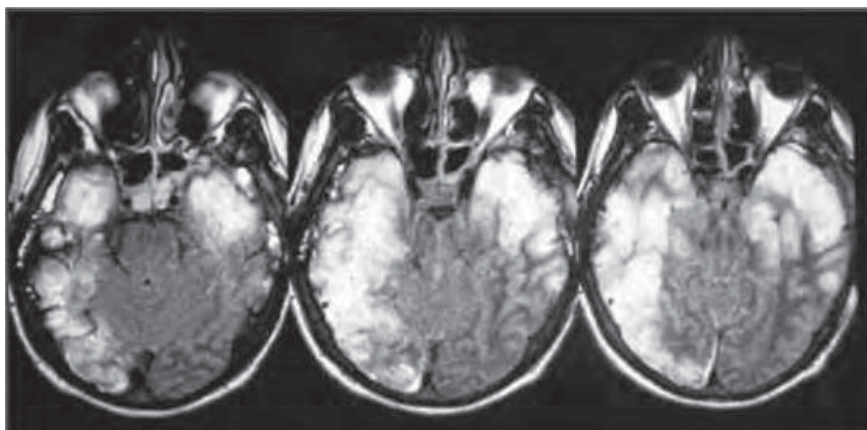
/3.- Resonancia magnética por imágenes. Paciente con grave traumatismo de cráneo que en el periodo de convalecencia presenta nuevo deterioro de conciencia. La RMI muestra imágenes de compromiso en lóbulo temporal izquierdo y en los lóbulos temporal y parietal derecho. La PCR de LCR fue positiva para herpes simplex 1.
